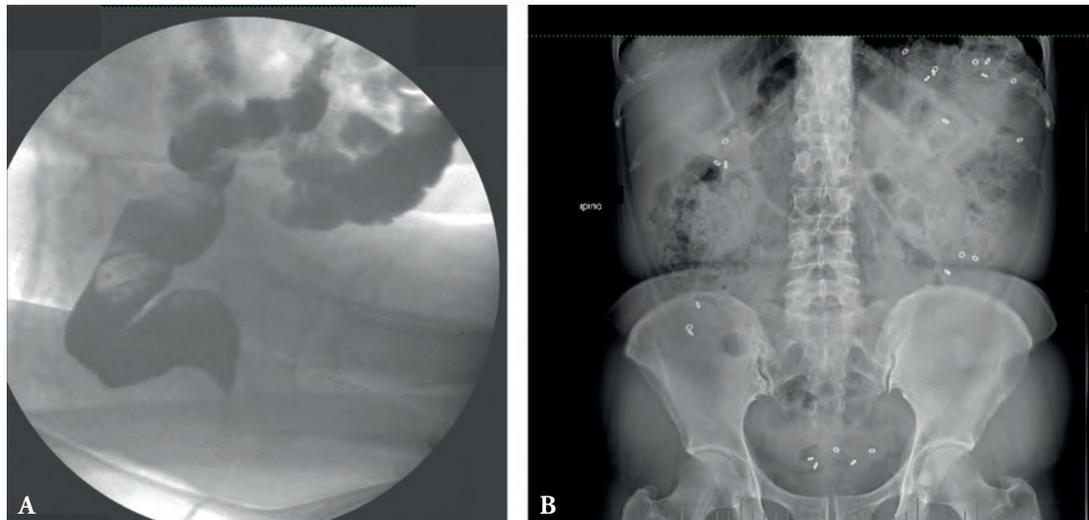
Paziente con un disturbo funzionale della defecazione e contemporaneo rallentamento del transito colico: A) Rx enterodefecografia, B) Rx transito colico con marker radiopachi.
